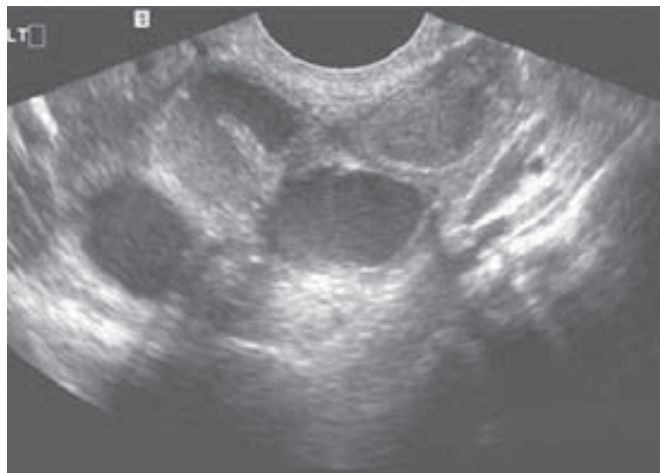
Ecografía transvaginal en corte transvaginal de una trompa de Falopio dilatada e inflamada que muestra paredes tubarias engrosadas, tabiques incompletos y un líquido ecógeno. (Cortesía de la Dra. Elysia Moschos.)
